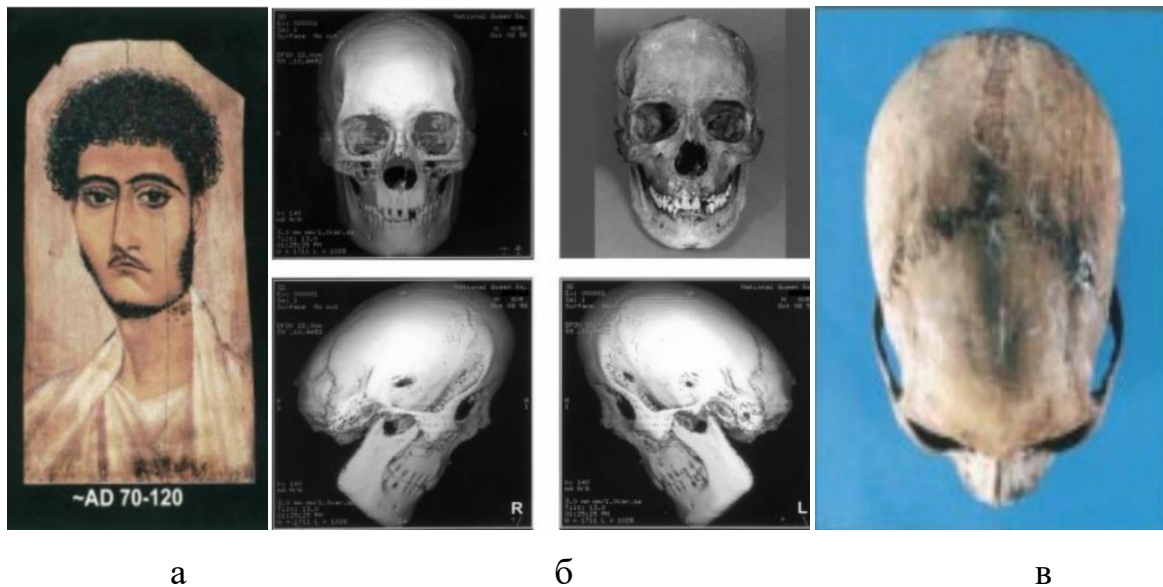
а) Портрет юноши с правосторонней прогрессирующей гемиатрофией лица; б) компьютерная томография его черепа; в) фотография черепа (British Museum EA 74707, copyright of the British Museum) [91]
